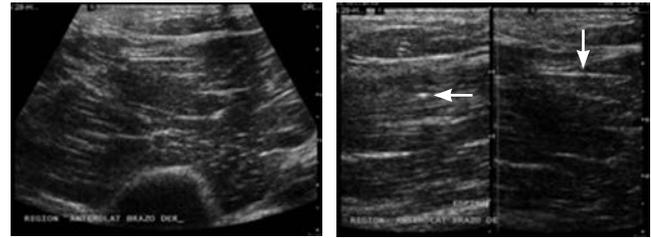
Imágenes de ultrasonido que muestran una imagen hiperecoica, lineal, de bordes bien definidos, con halo hipereicoico: fragmento de madera.
